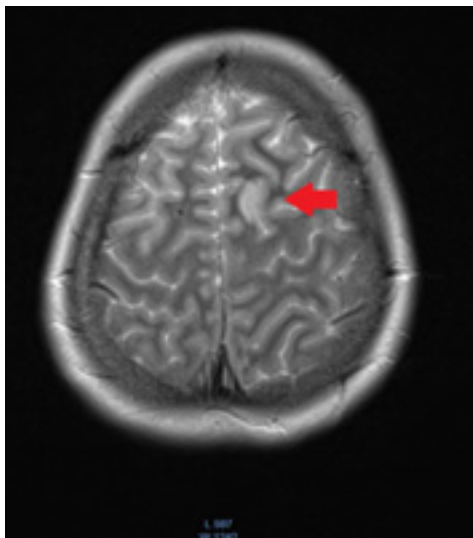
Пациентка А., 20 лет. МРТ головного мозга, T2 ВИ. В левой лобной области участок отека размерами 1,8 × 0,9 см. Гиперинтенсивный сигнал от верхнего сагиттального синуса
